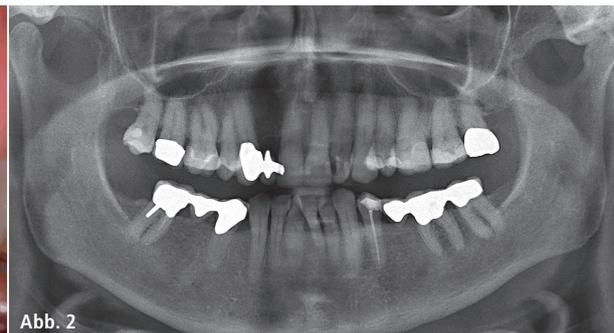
Ausgangssituation mit mesialer Anhängerbrücke auf Zahn 13 bei fehlendem Zahn 12. – Abb. 2: Das Orthopantomogramm zeigte eine Aufhellung als Ausdruck eines ausgeprägten Knochendefekts in Regio 12.
